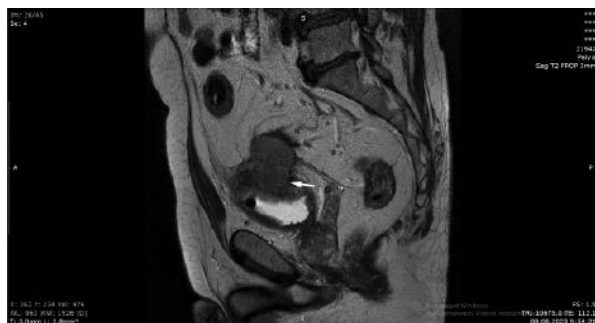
На представленном срезе МРТ, стрелкой указывается продолженный рост первичной опухоли с инвазией в мочевой пузырь
